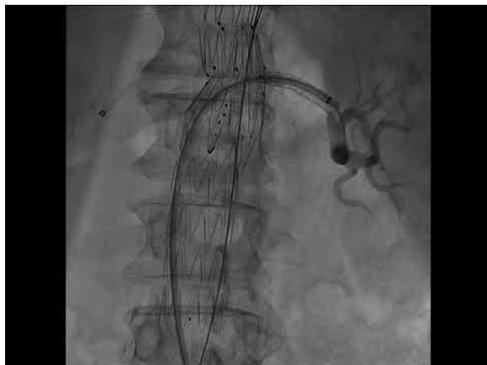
Ejemplo de las consecuencias de no «suavizar» las curvas de las ramas viscerales. Dispositivo ramificado de cuatro ramas. Se colocaron cuatro *stent-grafts* Fluency, conectando cada ramificación con cada rama visceral (TC, MS, RD y RI). Se utilizaron *stents* desnudos para suavizar las curvas en tres de las ramas. La renal derecha no recibió *stent* desnudo para suavizar el codo del vaso. Control a un año, frente y perfil donde se puede ver RI, TC y MS permeables (las que tenían *stent* desnudo) y renal derecha ocluida (sin *stent* desnudo)
